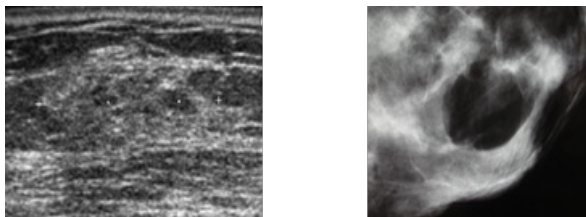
Aspect échographique (à gauche) et mammographique (à droite) d'un lipome
